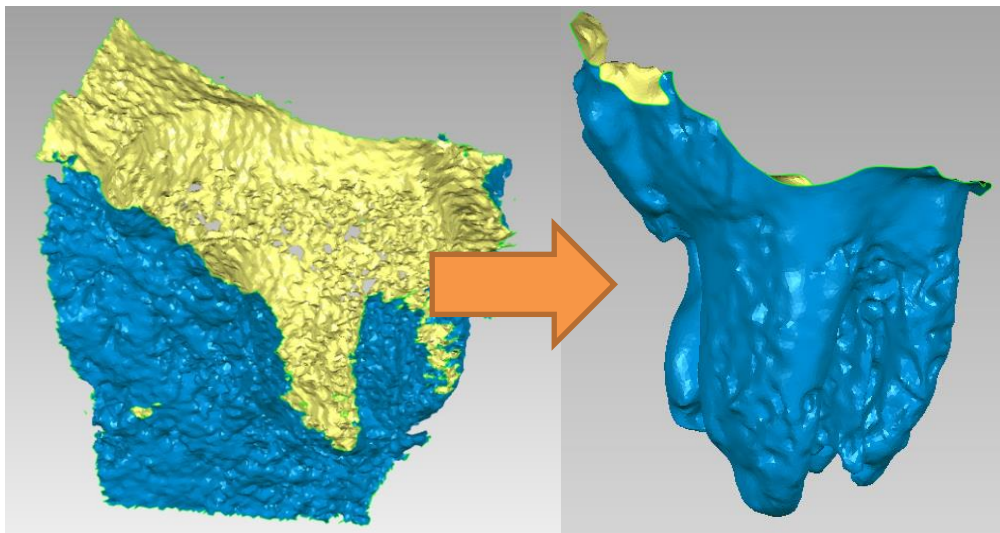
Postupak segmentacije na CBCT snimku (slika levo), kao i rezultat segmentacije tj. poligonalni 3D model vilice (slika desno)
